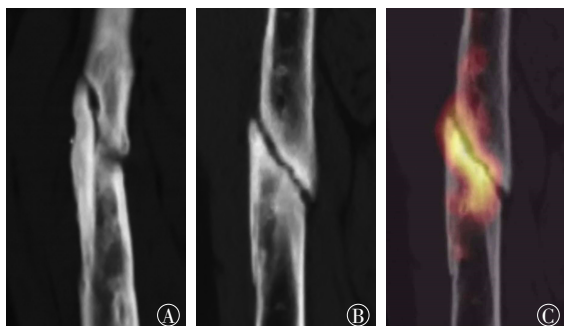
股骨骨折术后患者(男性, 30岁)的CT及SPECT/CT显像图 图中, A、B: 术后1年CT冠状位(A)及矢状位(B)多平面重建图像, 图像示骨折线清楚, 骨折端骨质硬化、封闭骨髓腔, 周围未明显骨痂形成, 诊断为骨折不愈合; C: SPECT/CT融合骨显像, 图像示远侧骨折端可见局限性放射性浓聚, 未连续性通过骨折线, 未跨越两侧骨折端, 提示骨折不具有远期愈合能力, 经手术治疗证实。SPECT/CT: 单光子发射计算机断层摄影术; CT: 计算机断层摄影术。
